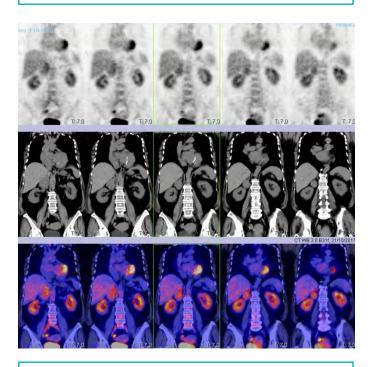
Imagen SPECT funcional donde se aprecia una hipercaptación alrededor de la vena cava inferior, que coincide con la tumoración descrita.
